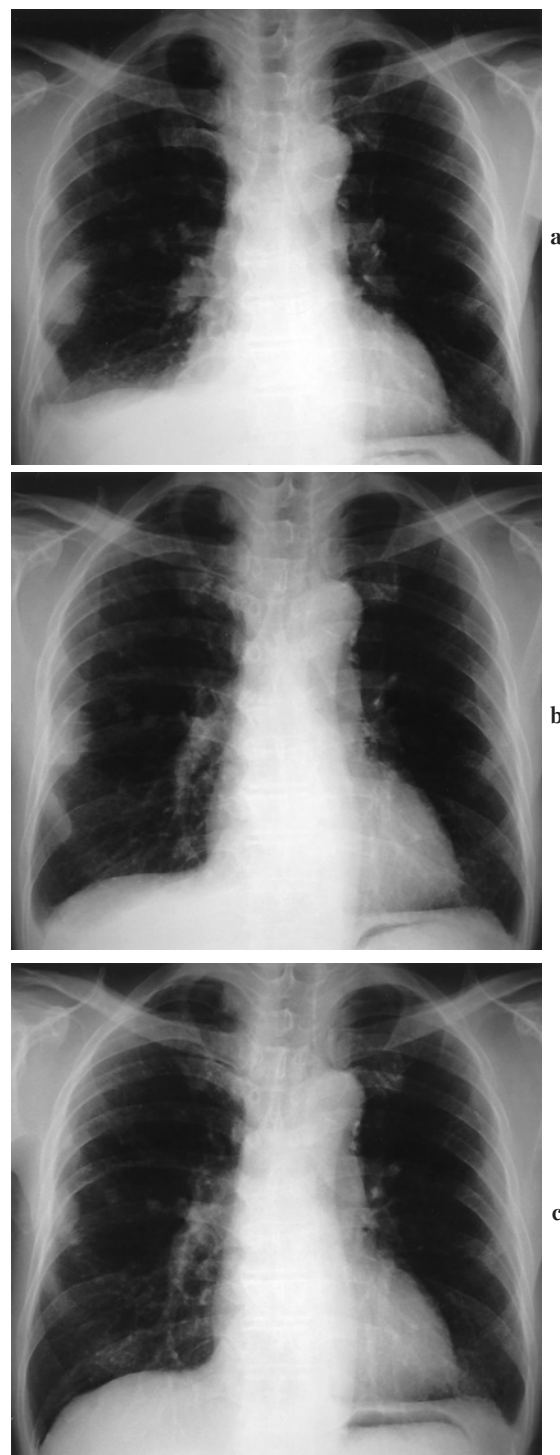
Chest X-ray of case no. 4 showed right pleural effusion and chest wall tumor before treatment (a). Both pleural effusion and tumor reduced after combined treatment with chemotherapy and biweekly intrathoracic IFN- β injection: One week after initiation of treatment (one dose of IFN β injection and single intravenous injection of gemcitabine) (b). Four weeks after initiation of treatment (at the completion of first course of combination treatment) (c).
